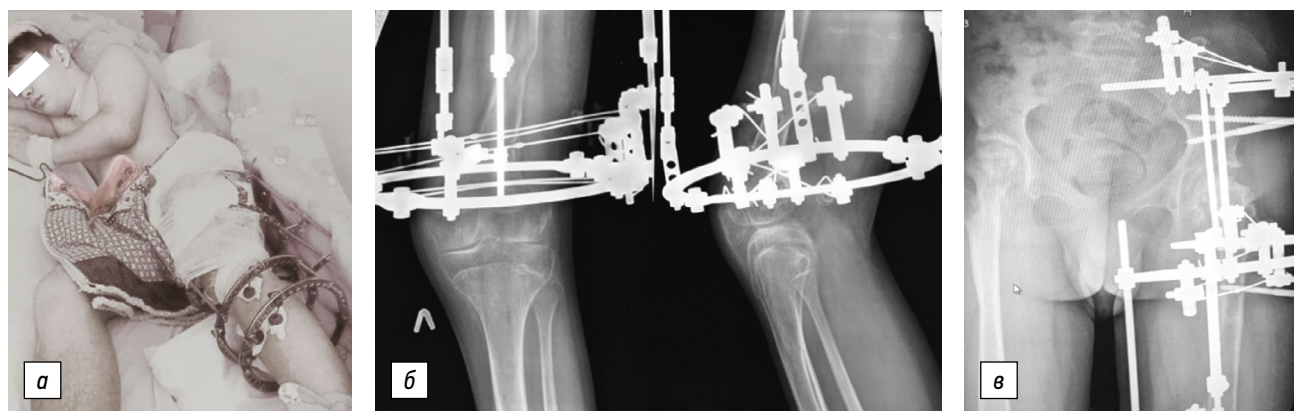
Фотография пациента (а) и рентгенограммы левого коленного (б) и тазобедренных (в) суставов на этапе удлинения левого бедра
